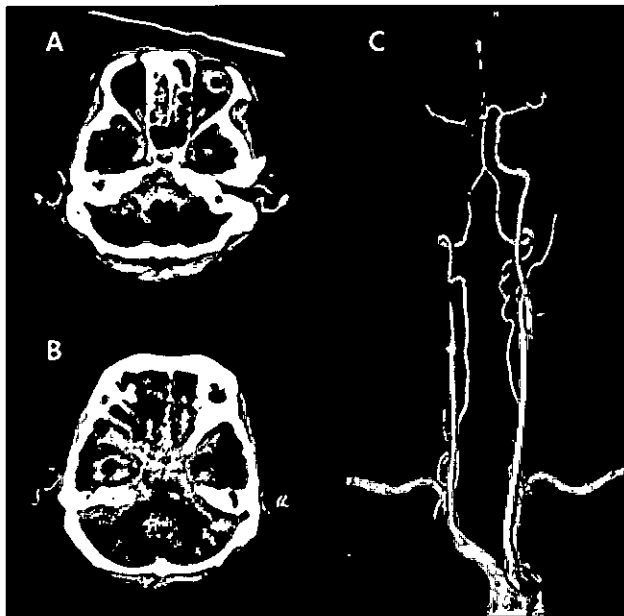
Brain CT angiogram at the 5th day after admission.
